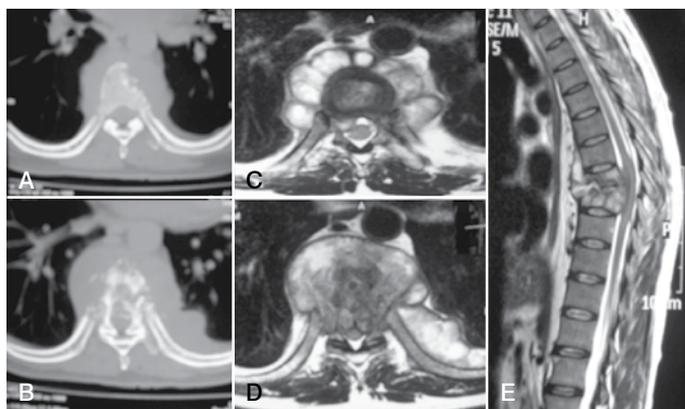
(A-B): Corte axial de TAC simple, donde se aprecia lesión lítica ósea en el cuerpo vertebral. (C-D): corte axial de RMN simple, demuestra el compromiso del cuerpo vertebral torácico T8 y T9 con una extensa masa extendiéndose delante y detrás en el canal espinal. (E): corte sagital de la RMN, donde se observa lesión destructiva en T8 y T9 con una masa grande, extensa que provoca compresión de la médula. Tenga en cuenta la preservación relativa de los discos en esta etapa de la enfermedad, que es con frecuencia el caso de tuberculosis versus espondilitis piógena.
